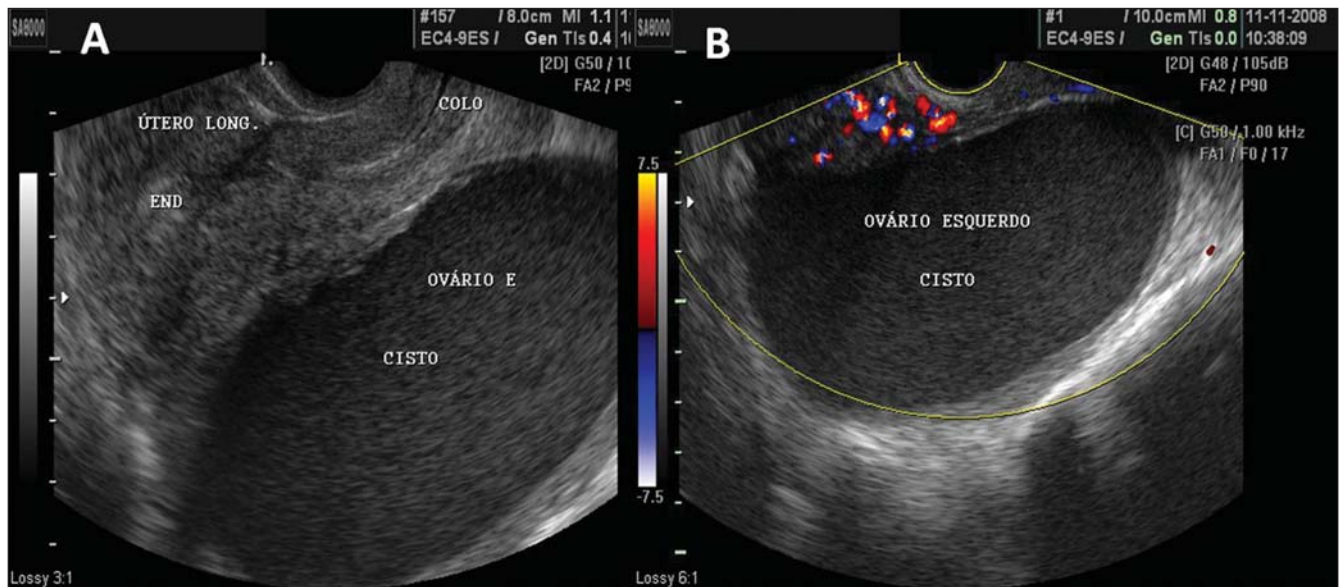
Endometriomas. A: Endometrioma em ovário esquerdo – massa cística preenchida por ecos de baixa intensidade, de aspecto mais homogêneo que os cistos hemorrágicos e de parede bem delimitada. B: Mesmo endometrioma, com visualização ao Doppler colorido mostrando ausência de vasos no seu interior, descartando tratar-se de massa sólida.
